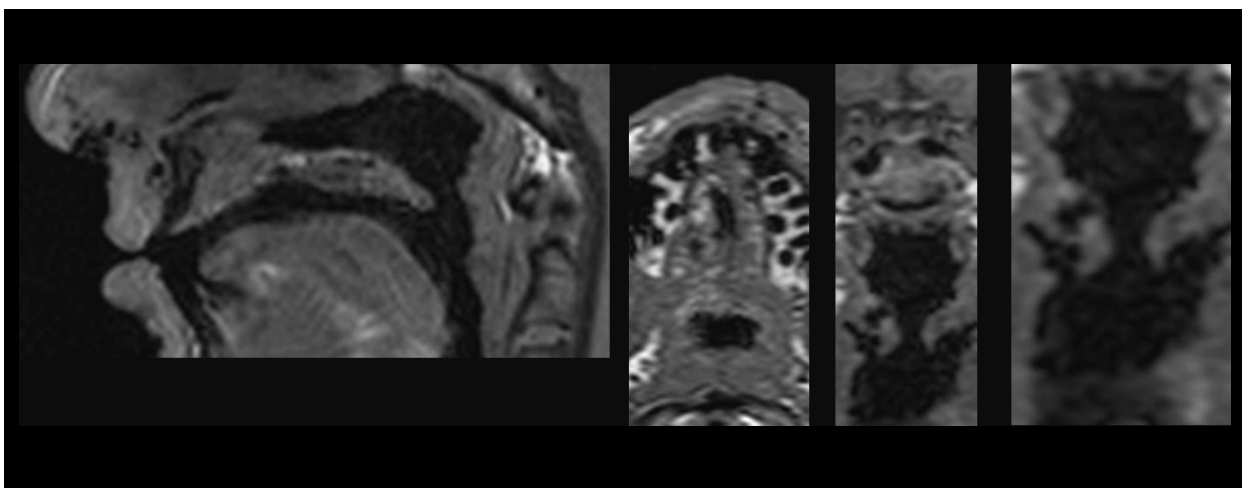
Differenzen zwischen prä- und postoperativer MRT-Untersuchung
